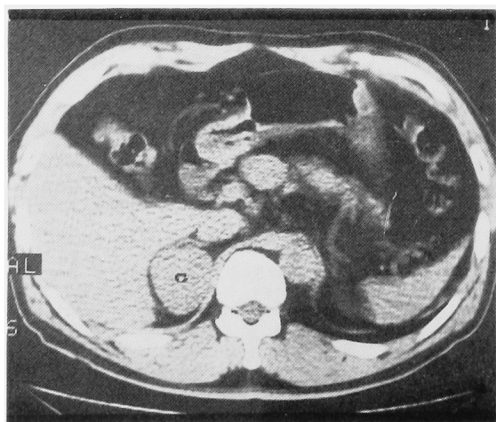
CT scan of case 1
